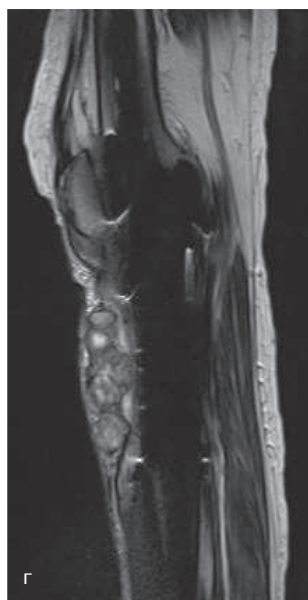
г, д. МР-исследование в режиме T2 ВИ в боковой проекции (г) и рентгенография в боковой проекции (д) после 2-го курса химиотерапии и через 2 мес от выявления злокачественной опухоли в мягких тканях. Определяется уменьшение размера ранее выявляемого солидной структуры узла в мягких тканях области эндопротеза, а также его интенсивная минерализация. Положительная динамика на проводимую химиотерапию. При этом стоит отметить, что опухоль «отвечает» на химиотерапию «подобно остеосаркоме»
